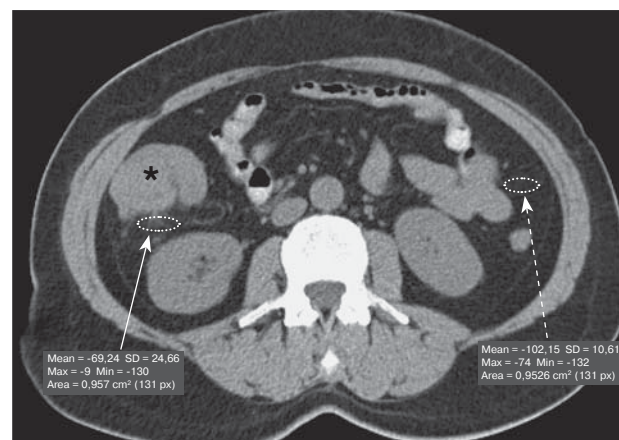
КТ-изображение органов брюшной полости. Рак восходящего отдела ободочной кишки (*). Измерение денситометрической плотности измененной (стрелка) и нормальной (пунктирная стрелка) параколической клетчатки.
